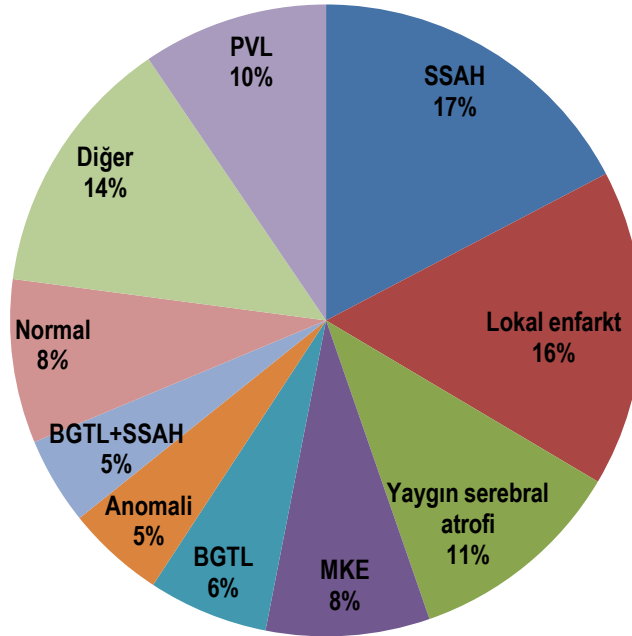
Prematüre vakaların MRG bulguları
